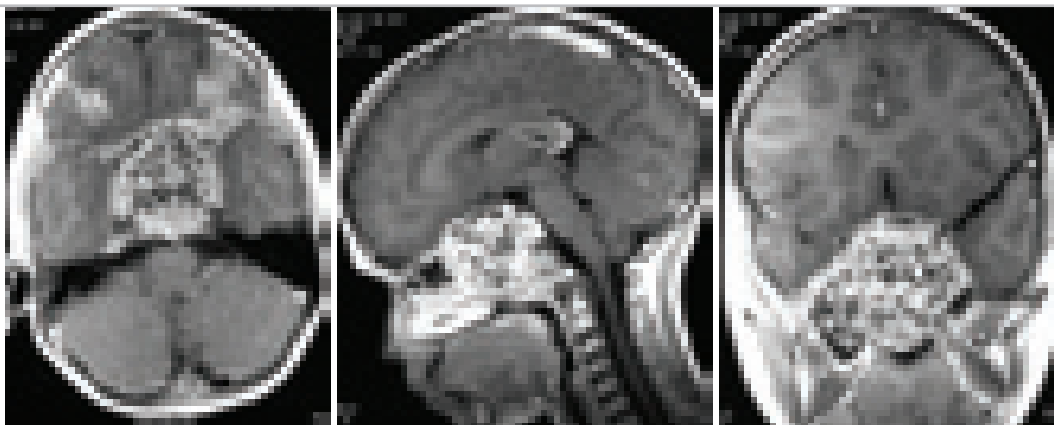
Краниофарингиома. T1 взвешенные МРТ-изображения с контрастным усилением.
